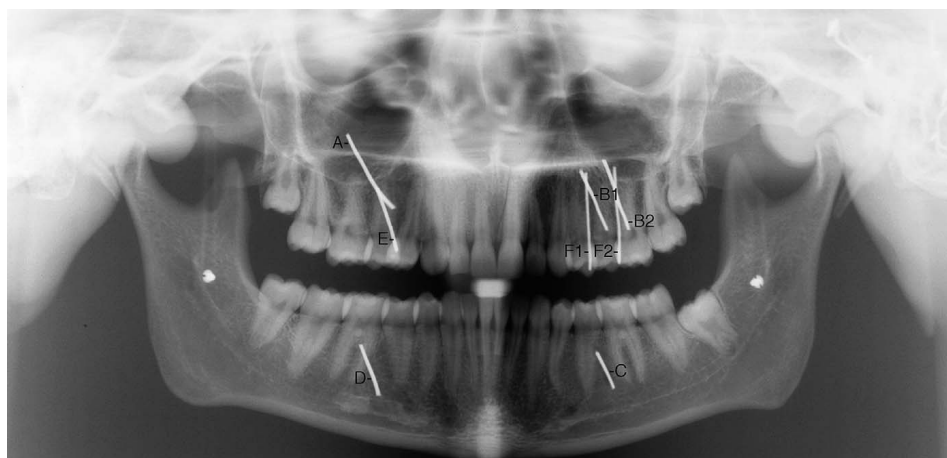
Imagem da radiografia panorâmica realizada em crânio seco com fios metálicos que simulam posições diferentes de premolares. [NOHADANI; POHL; RUF, 2008].
